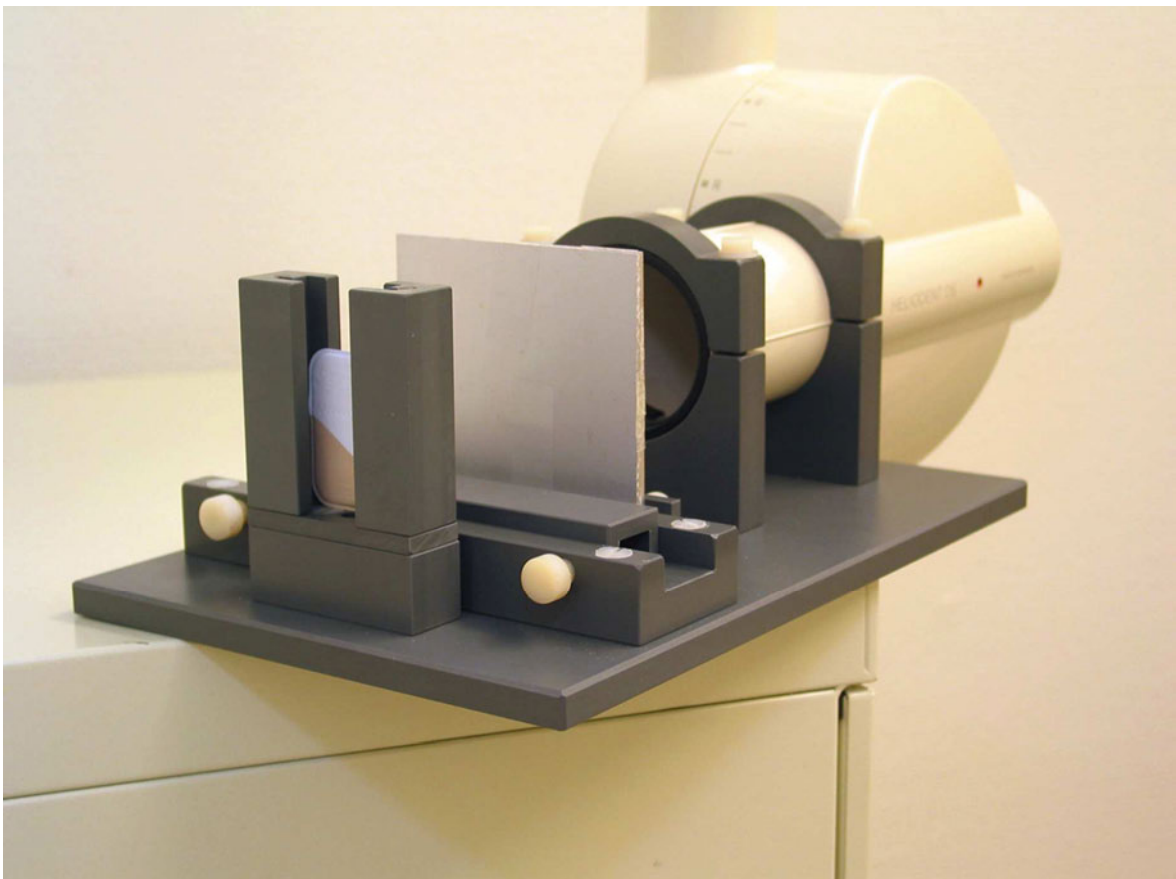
Röntgenapparatur mit Röntgenröhre und Zahnfilm
